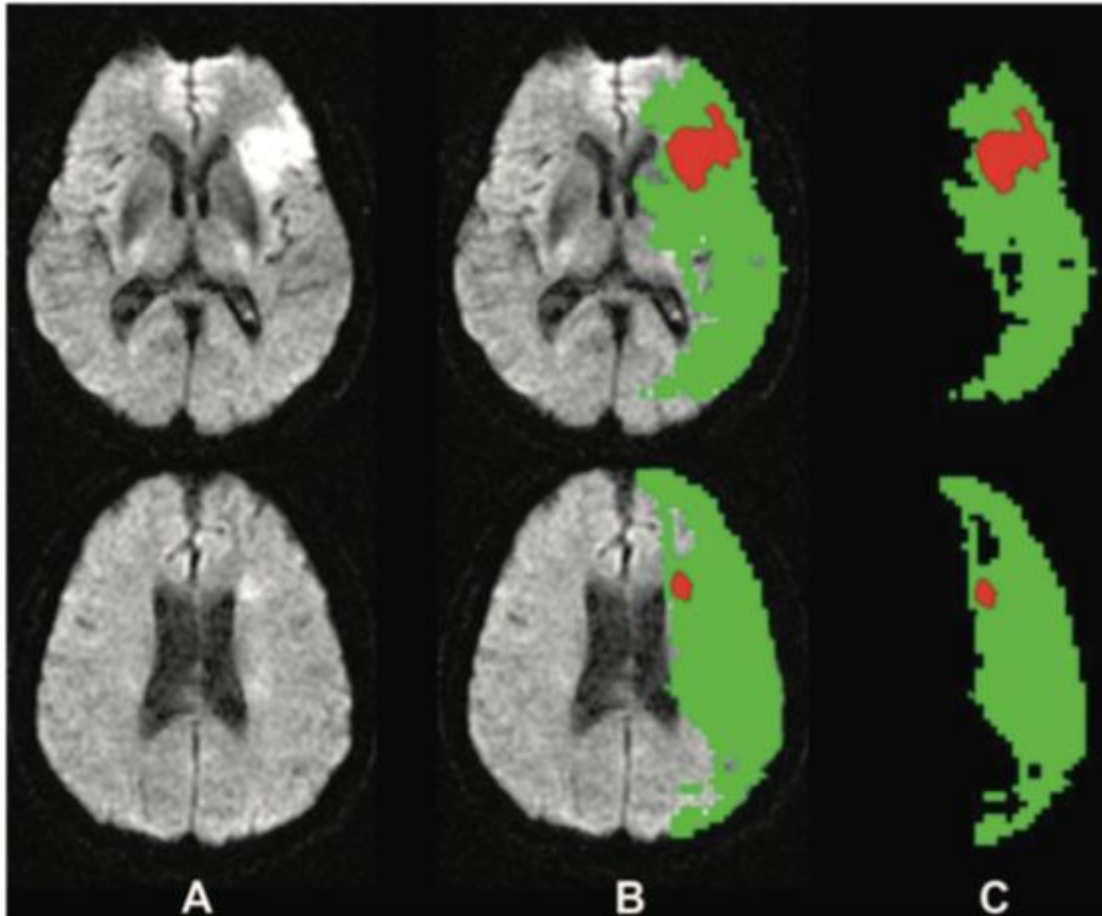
Representative case with classical pattern of mismatch. A, diffusion weighted-image (DWI). B, DWI abnormal lesion (shown in red) and hypoperfusion lesion (shown in green) superimposed on DWI. C, DWI abnormal lesion and hypoperfusion lesion with brain image (DWI) removed. DWI indicates diffusion-weighted image.
